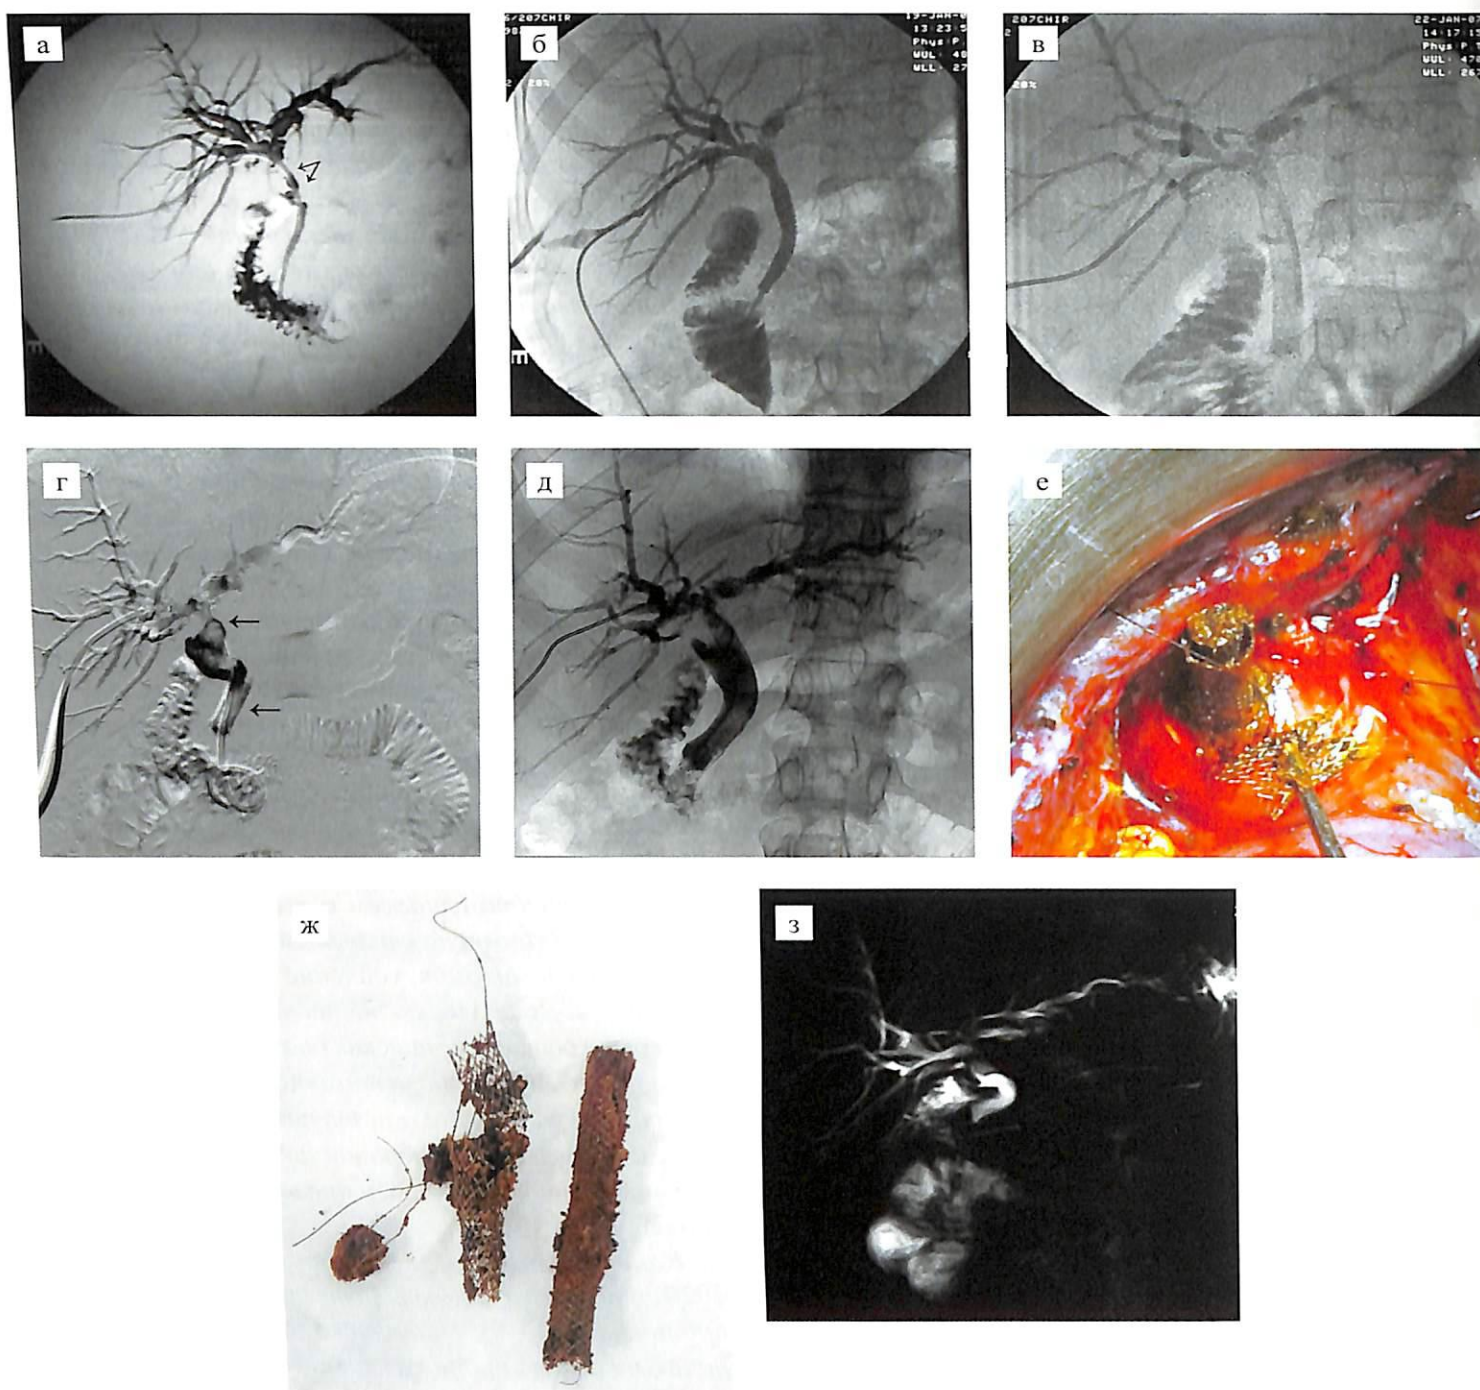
Рентгенограммы и операционные фотографии пациентки с посттрансплантационной стриктурой: а – чрескожная чреспеченочная холангиография: определяется анастомотическая билиарная стриктура протяженностью 2 см (стрелки); б – после установки некрытого нитинолового стента S.M.A.R.T. CONTROL контрастное вещество свободно поступает в двенадцатиперстную кишку; в – положение стента в желчных протоках; г – отломки стента (стрелки), обтурированные сладжем и камнями, вызывают окклюзию желчных протоков; д – крытый билиарный стент Wallflex установлен коаксиально через отломки: нормальный пассаж желчи восстановлен; е – интраоперационное фото: отломок нитинолового стента захвачен пинцетом, билиарный стент окклюзирован сладжем и камнями; ж – фото удаленных стентов; з – контрольная магнитно-резонансная холангиография через 2 года после операции: желчные протоки полностью проходимы
